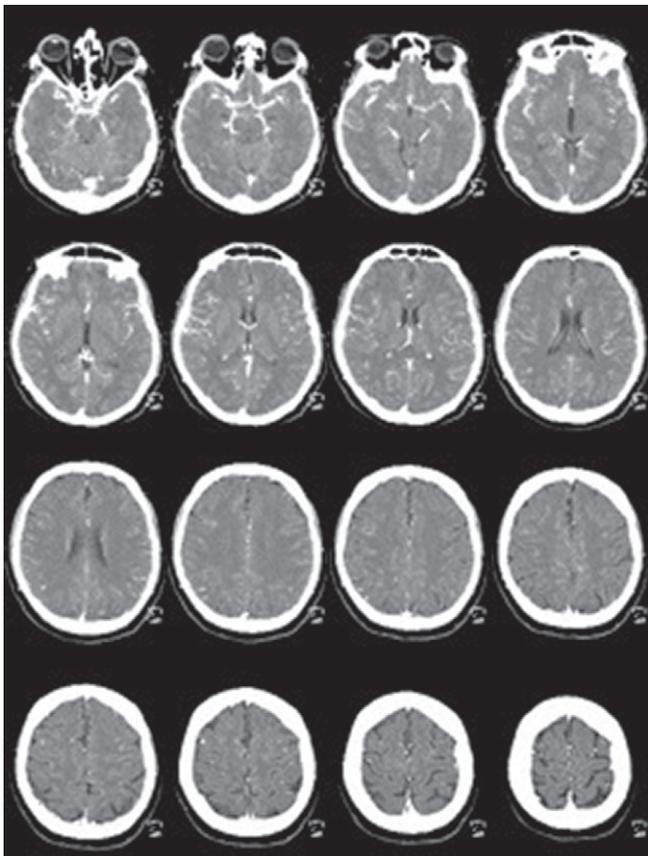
TDM cérébrale avec injection.
